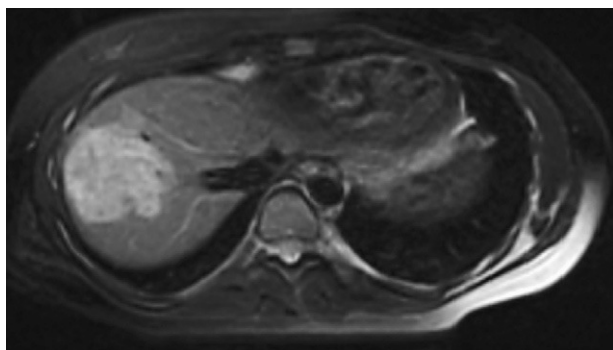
RM con contraste (gadolinio): tumoración hepática subcapsular, heterogénea, multilobulada, hiperintensa en T2 y con áreas de grasa en su interior sugestiva de adenoma. Se aprecia la proximidad de la raíz de la vena suprahepática derecha.
